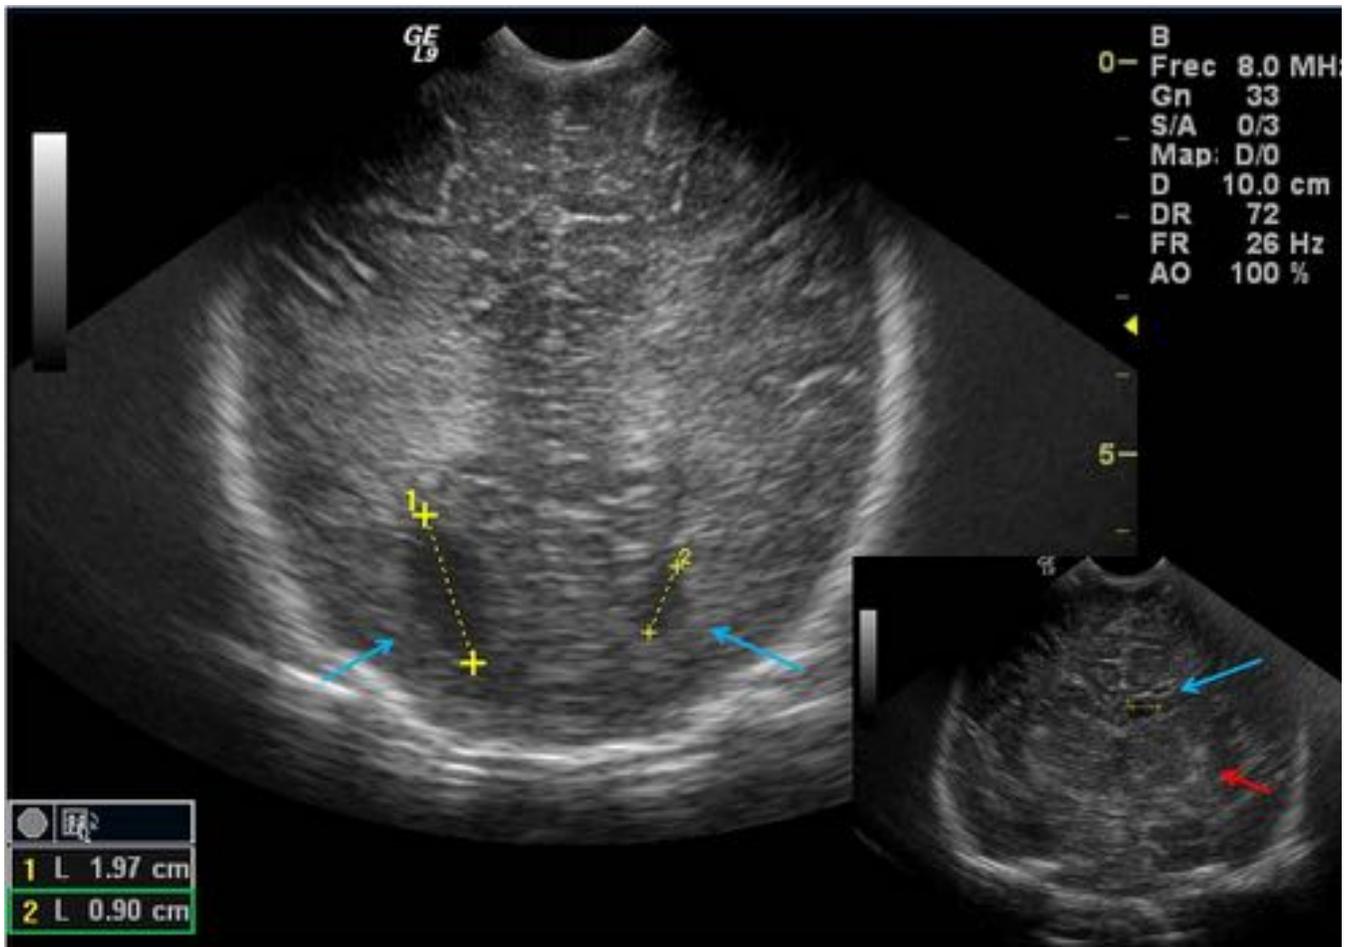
Figura 2. RN niña de 40+3 semanas que ingresa por alteración en ecografías prenatales (quistes periventriculares). Serología IgG e IgM + en orina. En la ecografía cerebral se observa la persistencia de dichos quistes periventriculares, adyacentes a las astas occipitales de los ventrículos laterales (flechas azules), así como discreta vasculopatía talamoestriada (flecha roja).
